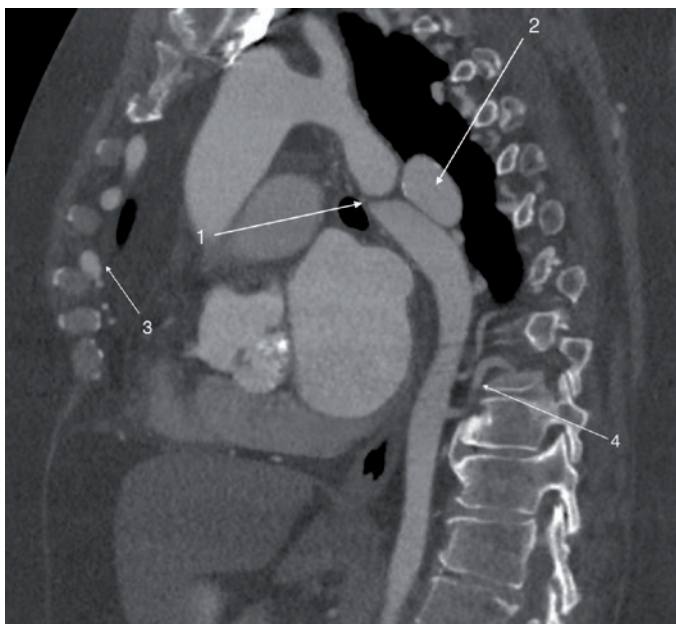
КТ-аортография. Мультипланарная реконструкция через нисходящую аорту. 1 – перерыв нисходящей аорты. 2 – дивертикул нисходящей аорты. 3 – расширенные внутренние грудные артерии. 4 – расширенные межреберные артерии [собственные данные]
